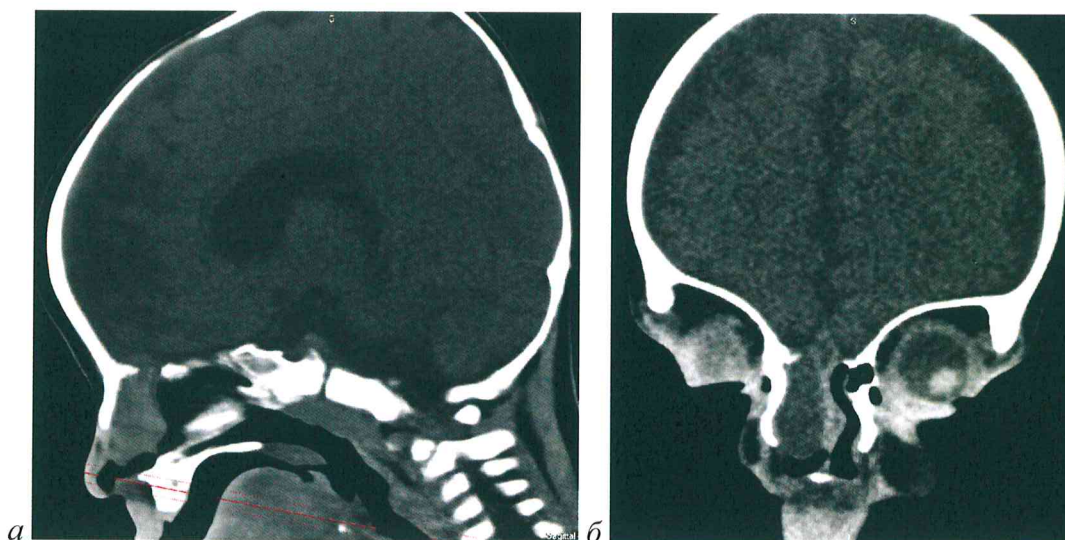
Компьютерные томограммы головы пациента Н. с трансэтмоидальной черепно-мозговой грыжей: *а* – сагиттальная реконструкция, *б* – коронарная реконструкция.
